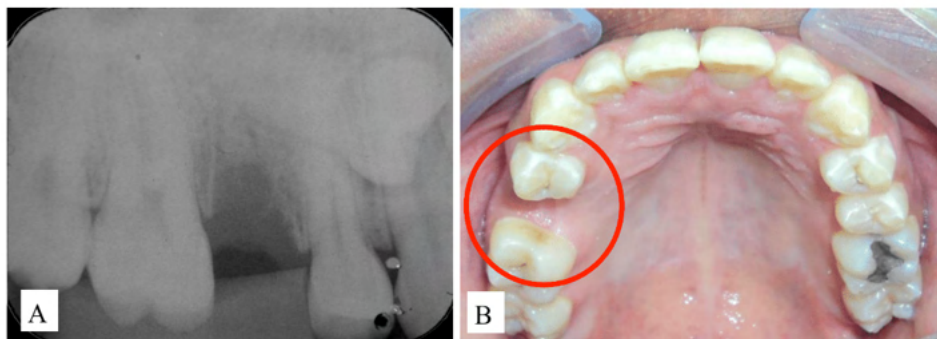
A) Radiografia periapical inicial evidenciando o dente 15 incluso; Figura B) Aspecto intra-oral inicial salientando o espaço disponível para acomodar o dente a ser transplantado (círculo vermelho).
